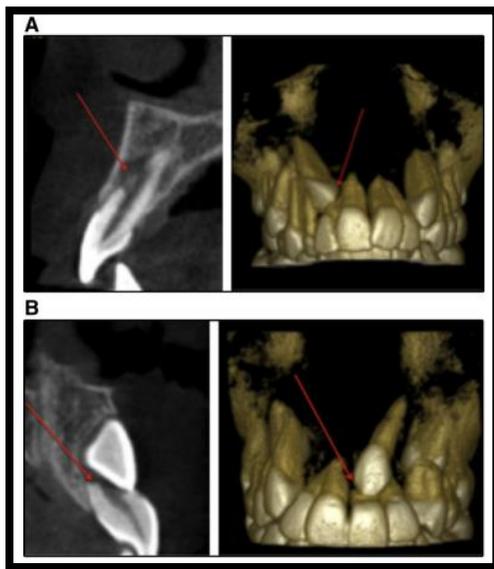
CBCT en donde se muestran caninos bilateralmente retenidos y reconstrucción en 3D de la zona afectada.¹³
